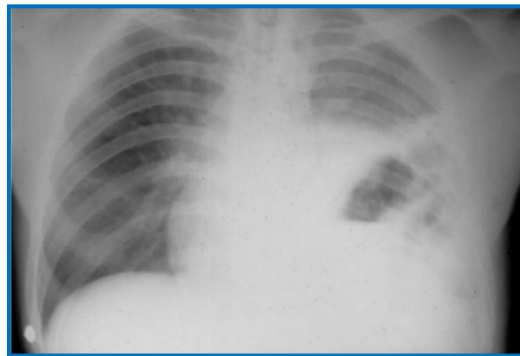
Radiographie pulmonaire : image hydro-aérique de la base pulmonaire gauche.
